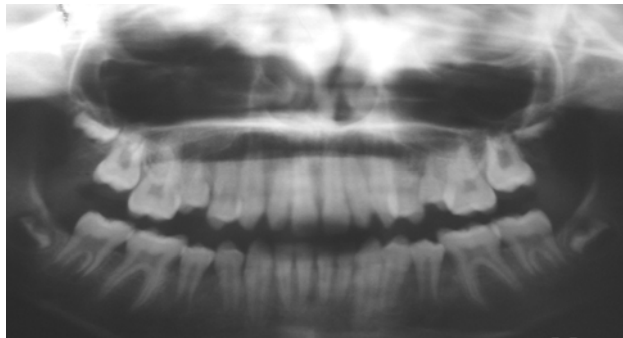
radiografia de paciente do grupo controle
